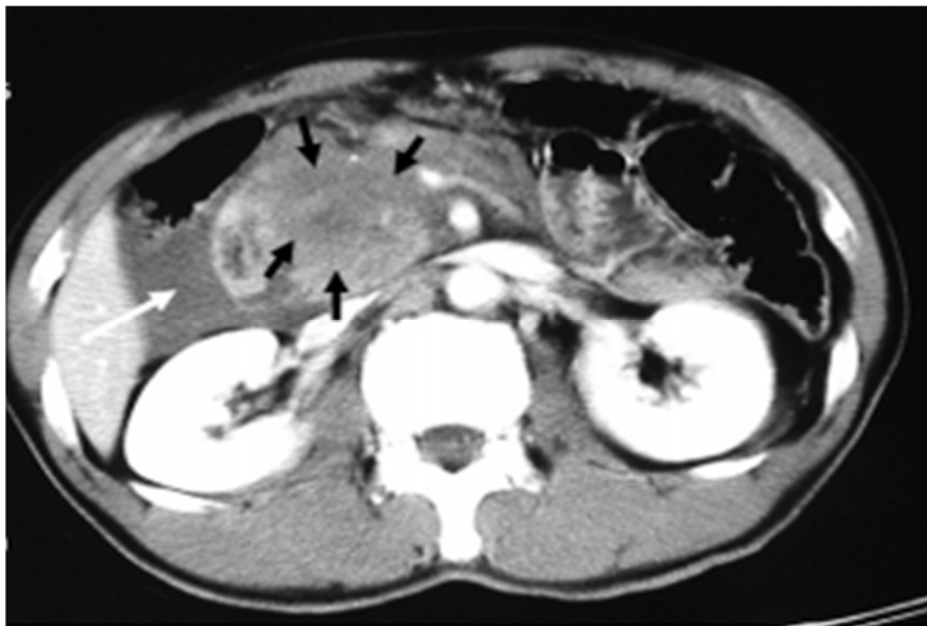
Coupe axiale de la TDM après injection du produit de contraste montrant un hématome de la tête du pancréas, avec un épanchement intra-péritonéal (flèche blanche) (29)
